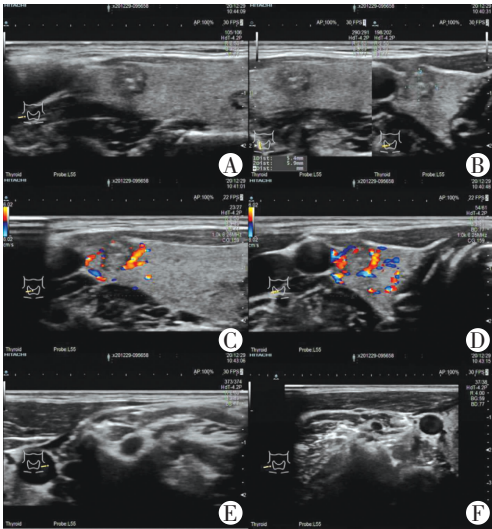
典型病例超声检查(甲状腺右叶中上极乳头状癌)
